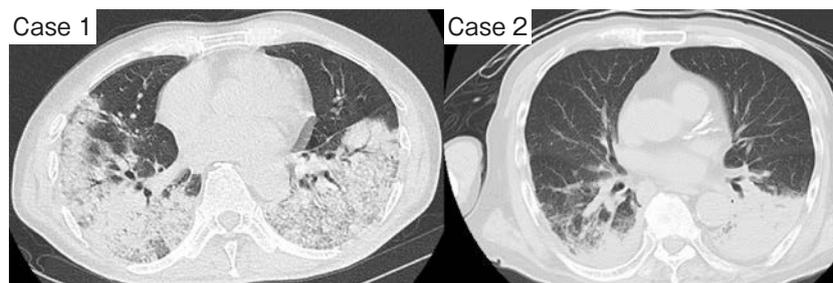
Chest computed tomography (CT) findings. In case 1, CT revealed extensive infiltrative shadows in the lower lobes of both lungs. In case 2, it revealed infiltrative shadows in the lung fields of both lungs. The shadows were predominantly in the lower lobes of the left lung.
